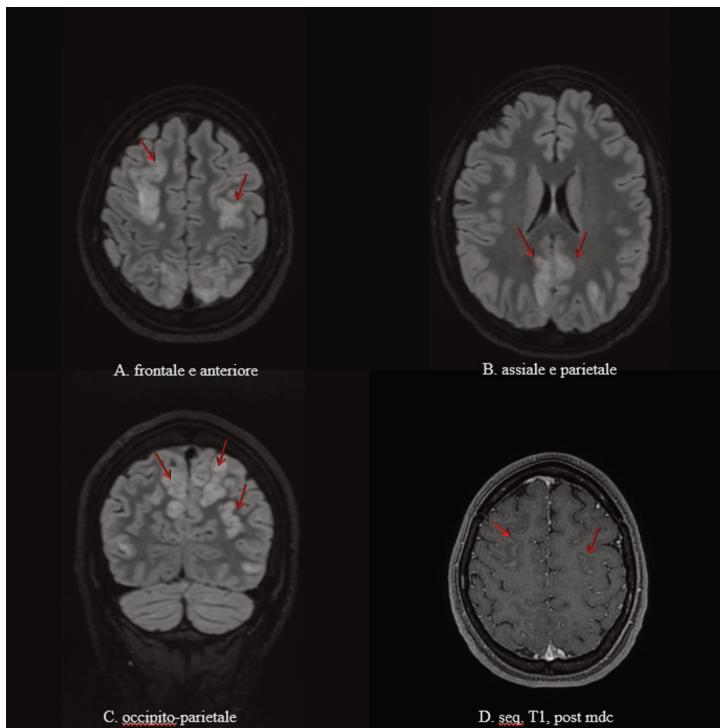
A., B., e C. sequenze FLAIR sui piani assiale e coronale che mostrano iperintensità di segnale in sede cortico-plexigastic frontale, parietale ed occipitale a distribuzione bilaterale e pressoché simmetrica. D. sequenza T1 FSPGR post-contrastografica sul piano assiale che mostra *enhancement* sul versante cortico-piale in sede frontale bilaterale.
